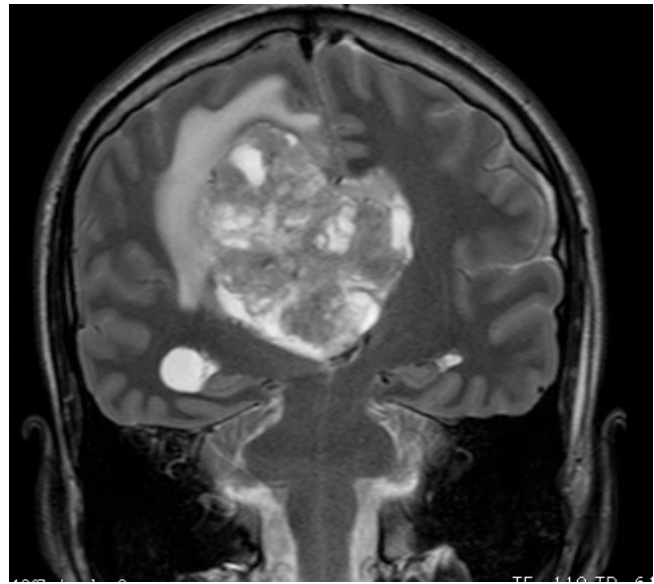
Resonancia magnética ponderada en T2 donde se observa la heterogeneidad de la lesión. Nótese el edema perilesional.
